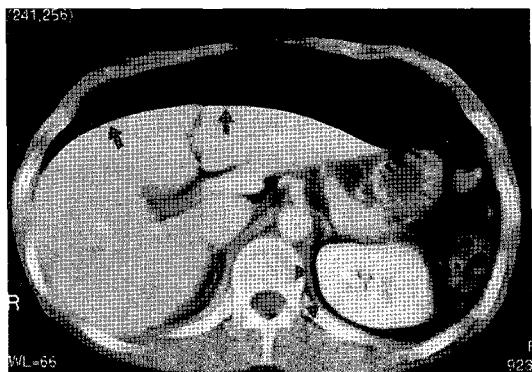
On enhanced abdominal CT scan, pneumoperitoneum of large amount displace the liver and stomach posteriorly(arrows). A curvilinear air density(arrowheads) in the left posterior pararenal space suggests pneumoretroperitoneum.
